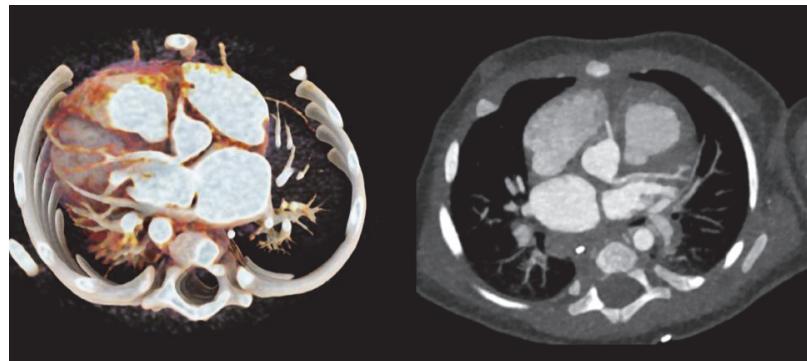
Natančna CT slika trebuha in prsnega koša z uporabo nižke količine kontrastnega sredstva (20 mL) ob hkratnem ledvičnem popuščanju
